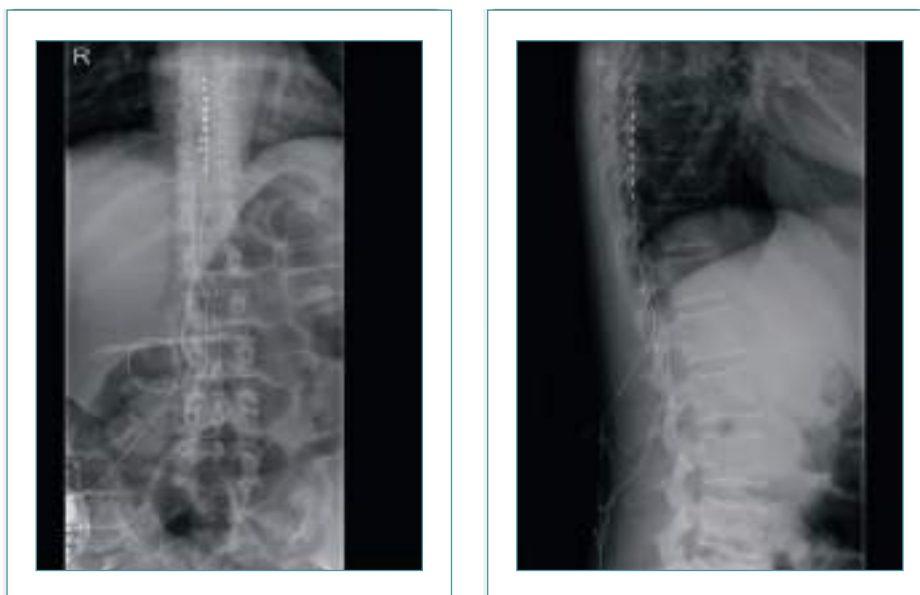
Radiografía que muestra la posición definitiva de los electrodos octopolares entre T8 y T10, en visión AP y lateral. Fijese como en la visión lateral los electrodos descansan en una localización más posterior del espacio epidural.
